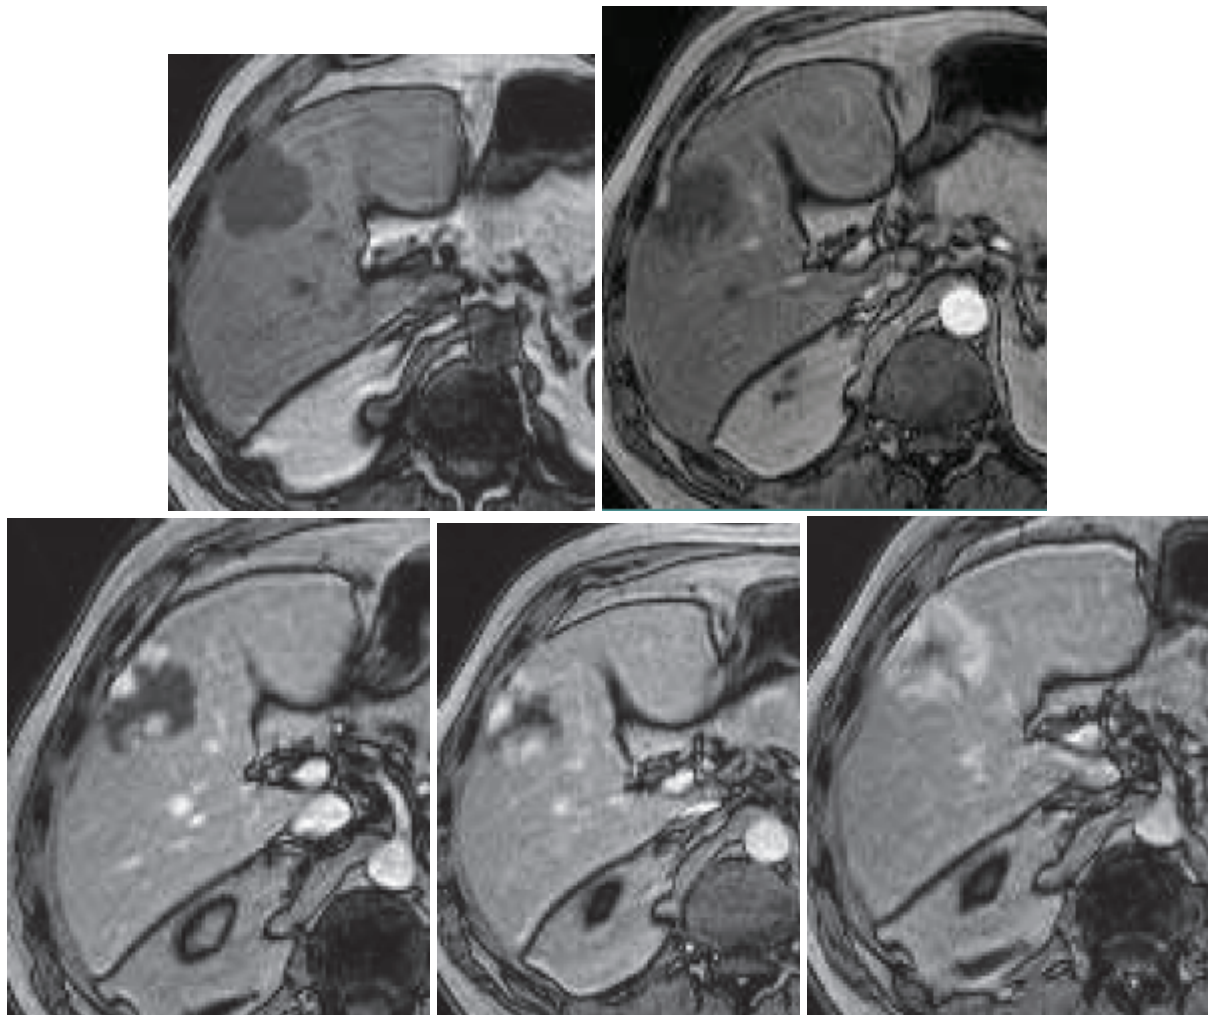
Séquence IRM T1 dynamique après injection de gadolinium, typique d'un angiome.
